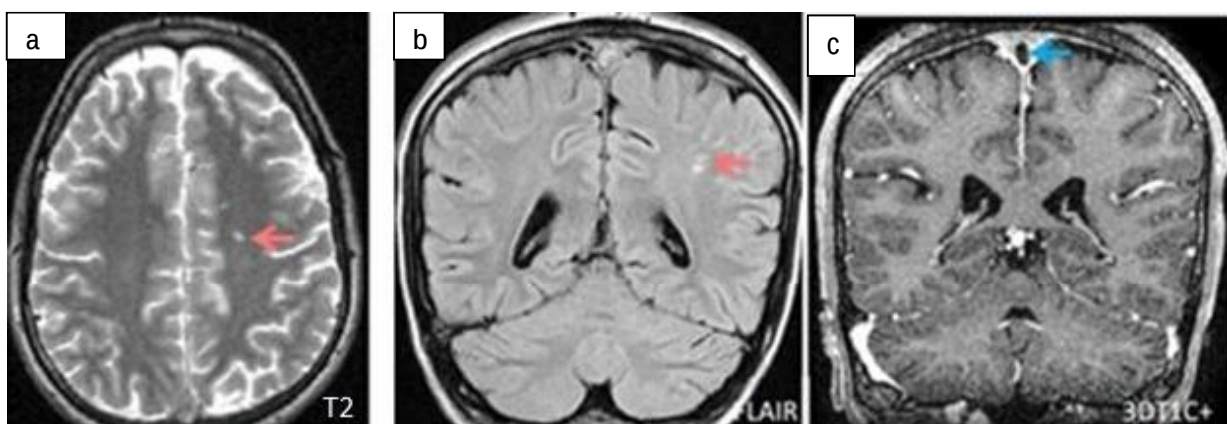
Patient de 25 ans suivi pour maladie de Behçet, admis pour des céphalées intenses. L'IRM cérébrale objective quelques anomalies de signal hyper T2 (a) et FLAIR (b) de la SB profonde → avec un défaut de rehaussement du SLS en coupe coronale séquence T1 injectée (c) →. Etiologie retenue : Maladie de Behçet.
